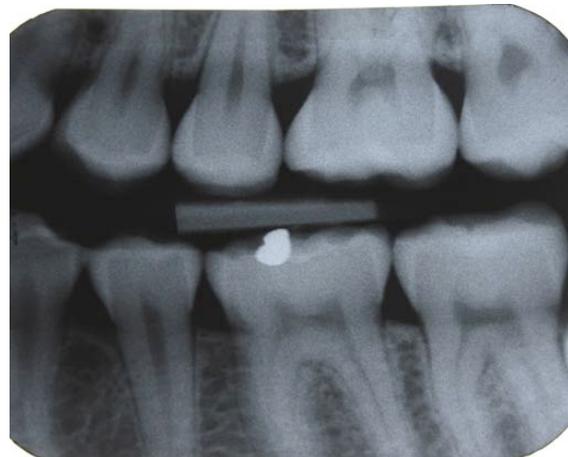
Bitewing gauche 27.8.2009
